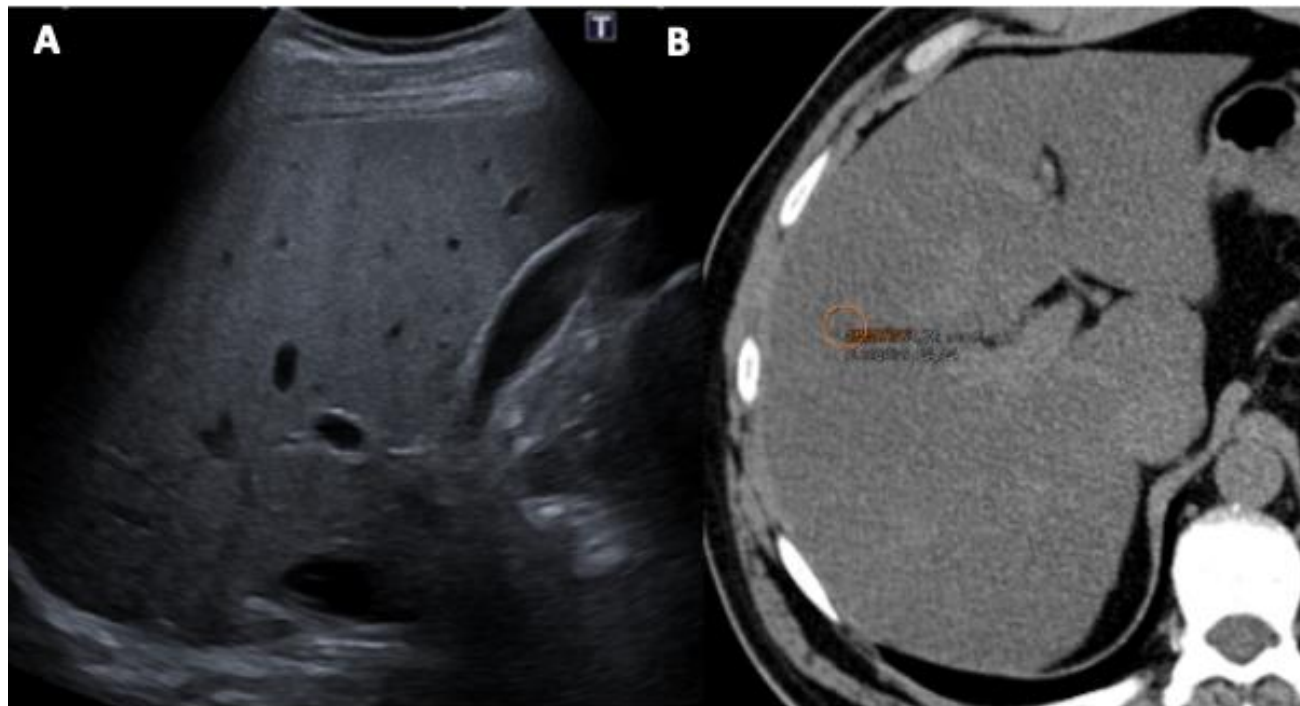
Esteatosis hepática difusa. A. Ecografía abdominal donde se visualiza un aumento difuso de la ecogenicidad del parénquima hepático. B. En la TC abdominopélvica realizada sin contraste intravenoso se observa una disminución de la densidad parenquimatosa con valores de atenuación inferiores a 40 UH.
